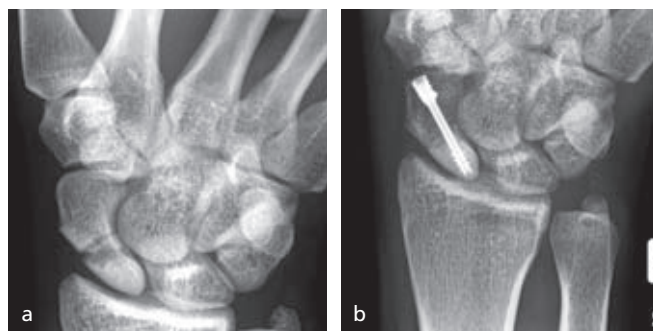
a: instabile Fraktur präoperativ; b: Kontrollröntgen 4 Wochen postoperativ
